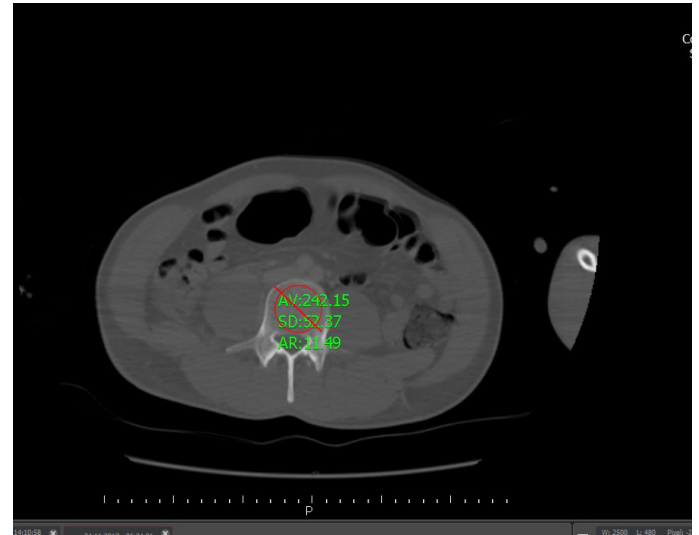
Evaluation for HU with computed thorax tomography.
